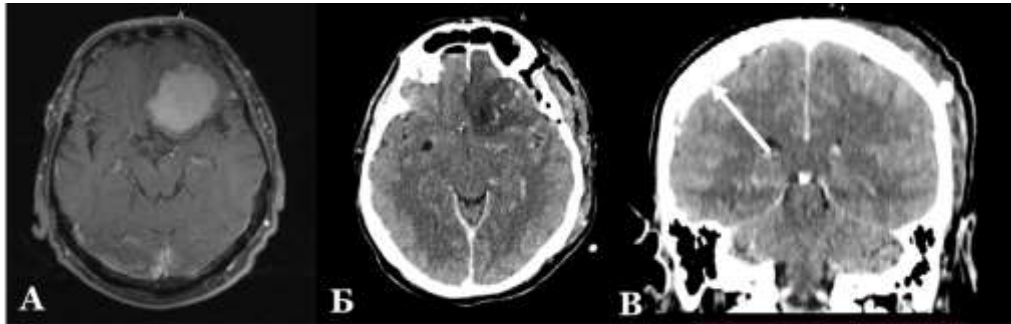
Малая внепроекционная контралатеральная ЭДГ теменной области справа после удаления менингиомы крыла основной кости слева, жен., 46л. (К-на Н.Н., и/б № 5405/2018). А – предоперационное МРТ головного мозга в T1-режиме с контрастированием, аксиальный срез. МР-картина оболочечной опухоли медиальных отделов крыла основной кости слева. Б – КТ головного мозга, 1-е сутки после операции, аксиальный срез. Зона послеоперационных ишемических (тракционных) изменений в базальных отделах левой лобной доли. В – КТ головного мозга, 1-е сутки после операции, коронарный срез. Стрелкой указана пластинчатая малая ЭДГ в правой теменной области
